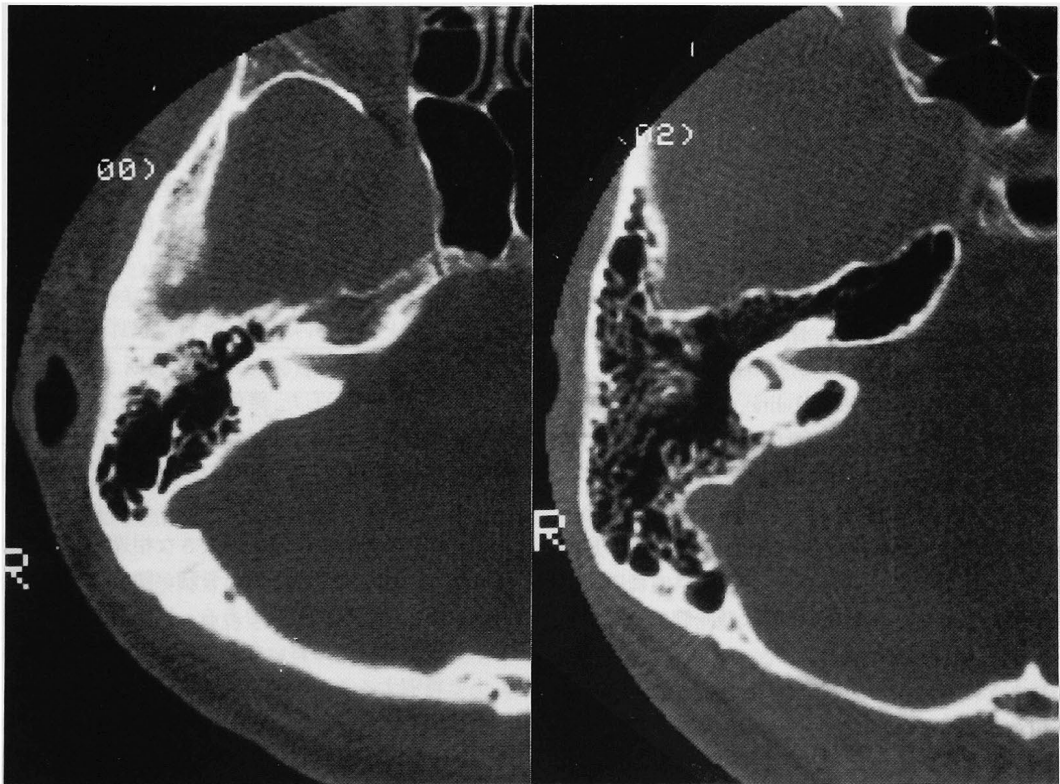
症例のCT像である。左は乳突蜂巣が中の大きさで、錐体尖は乳突蜂巣の陰影と異なり骨髄の存在が分かる。右は乳突蜂巣が大であり、錐体尖全体が含気化している。
